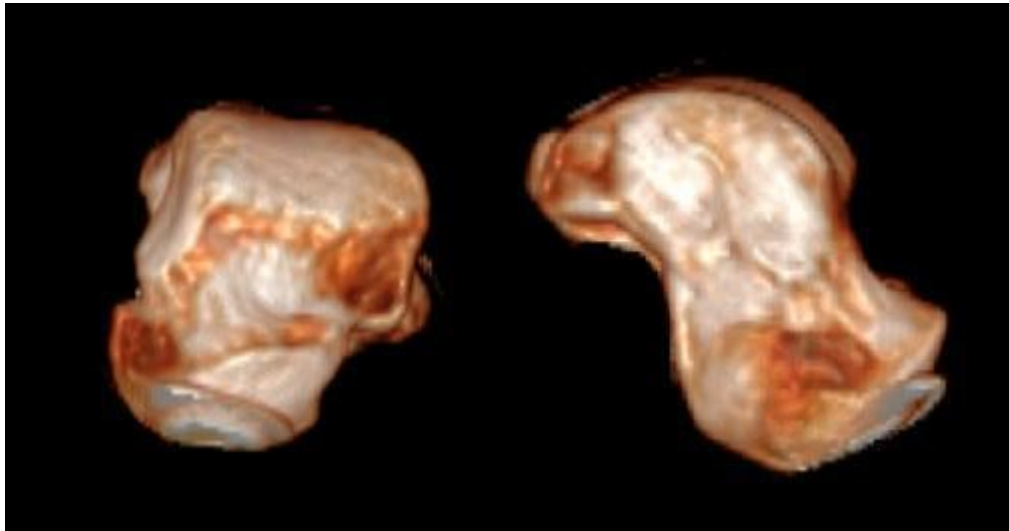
Reconstruções tridimensionais do tálus a partir de imagens obtidas através de tomografia computadorizada, o tálus é um exemplo de osso curto.
